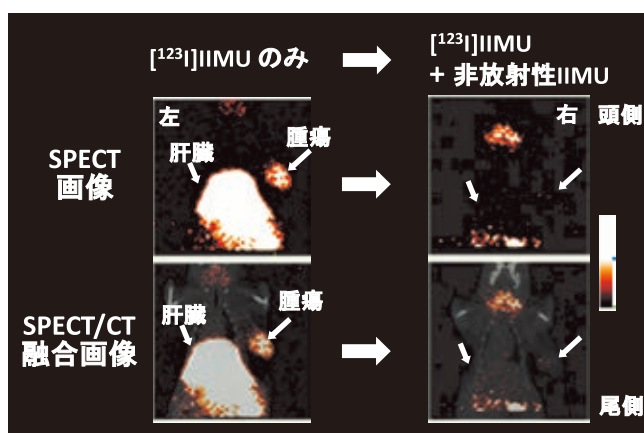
^{123}I IIMU のマウスにおける SPECT/CT 画像
